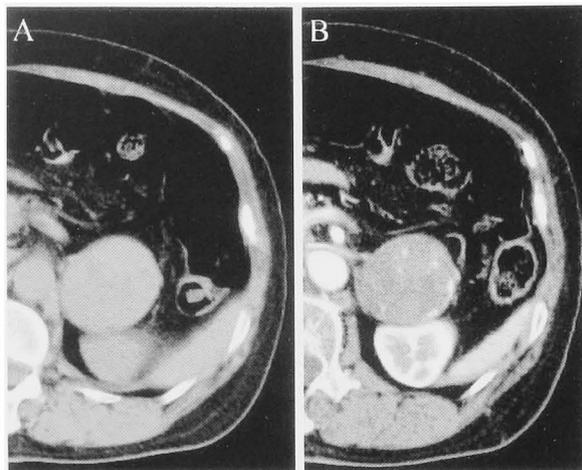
A: Abdominal CT scan showed a 5.5×5.0 cm mass in the left adrenal gland. B: The mass was heterogeneously enhanced by the contrast medium.
